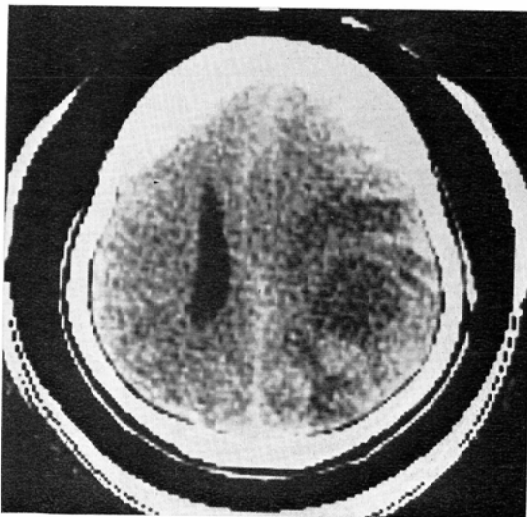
Plain CT. Low density area is noted in the parietal lobe. Also is noted surrounding edema.
